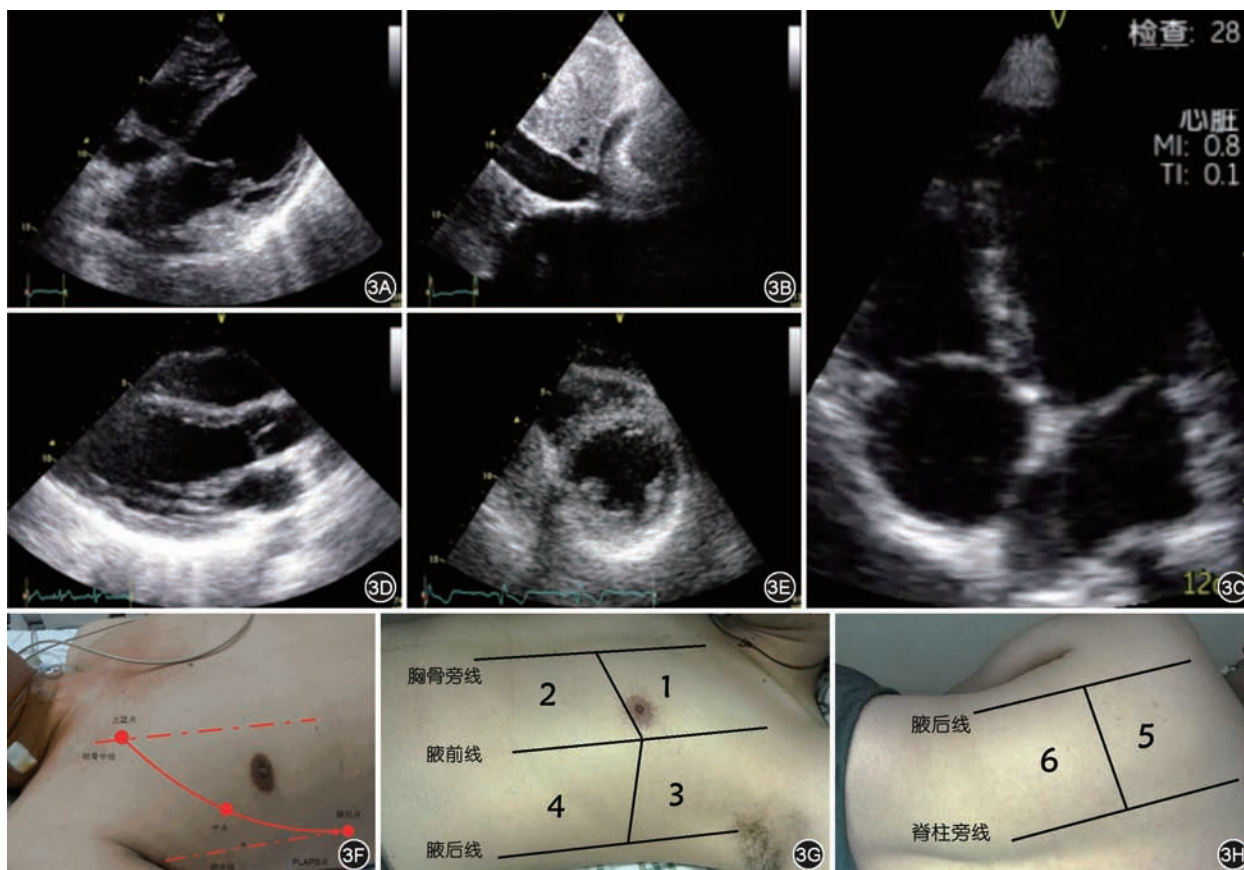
改良重症患者急诊超声筛查方案(CCUE) 3A 剑突下四腔心切面 3B 剑突下下腔静脉长轴切面 3C 胸骨旁左心室长轴切面 3D 胸骨旁左心室短轴切面乳头肌水平 3E 心尖四腔心切面 3F 肺部超声M点定位法 3G 肺部超声8分区法 3H 肺部超声12分区法
